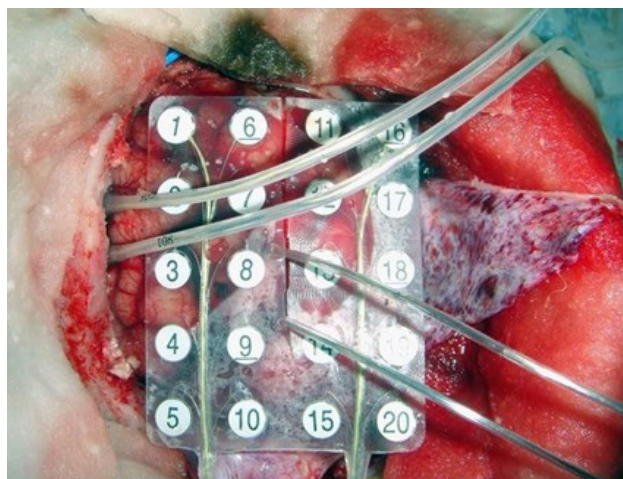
Imagen intra operatoria de 1^{er} implante quirúrgico. Grillas subdurales más electrodos cerebrales profundos, colocados bajo ecografía.
